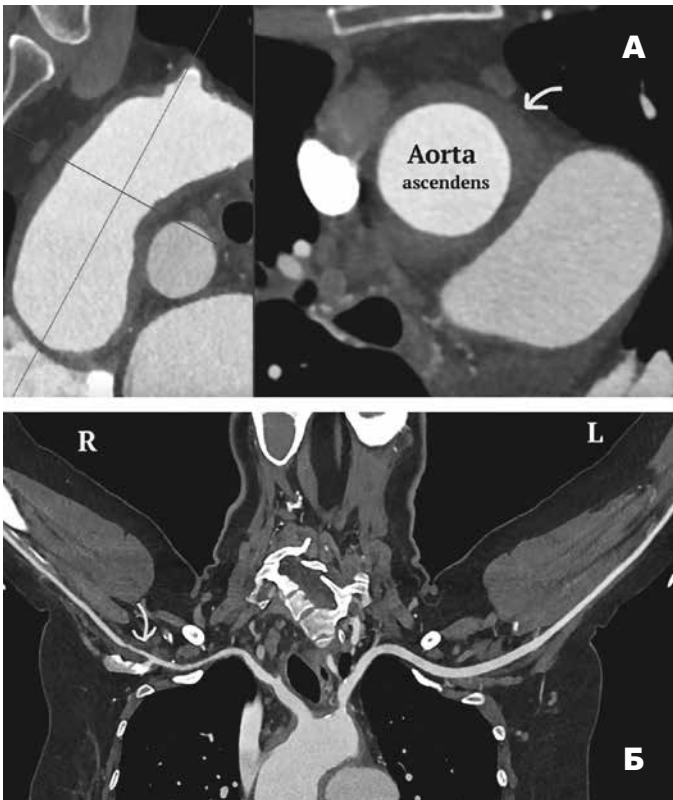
КТ-ангіографія висхідної аорти з ЕКГ-синхронізацією. А) Візуалізується значне циркулярне потовщення стінки висхідної аорти, типове для васкуліту. Б) Криволінійна реконструкція КТ-зображень підключичних артерій; артерія справа нерівномірно звужена на значній протяжності.
